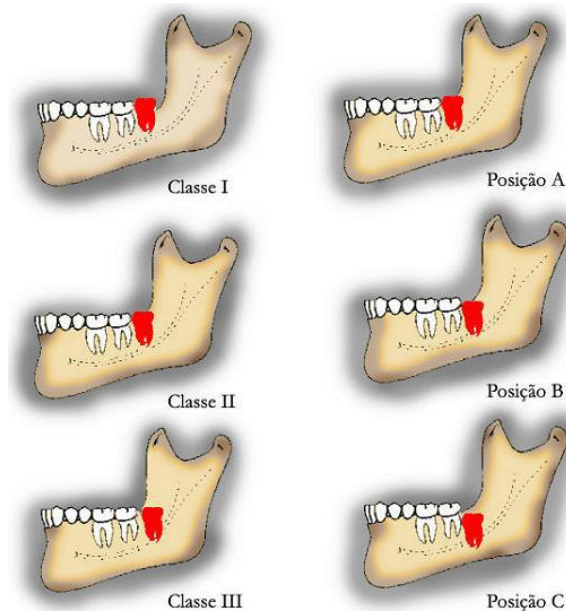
Classificação da posição de terceiros molares segundo Pell&Gregory. (Fonte: Xavier CRG, Dias-Ribeiro E, Ferreira-Rocha J, Duarte BG, Ferreira-Júnior O, Sant'Ana E, et al. Evaluation of the positions of impacted third molars according to the Winter and Pell and Gregory classifications in panoramic radiography ²².)
